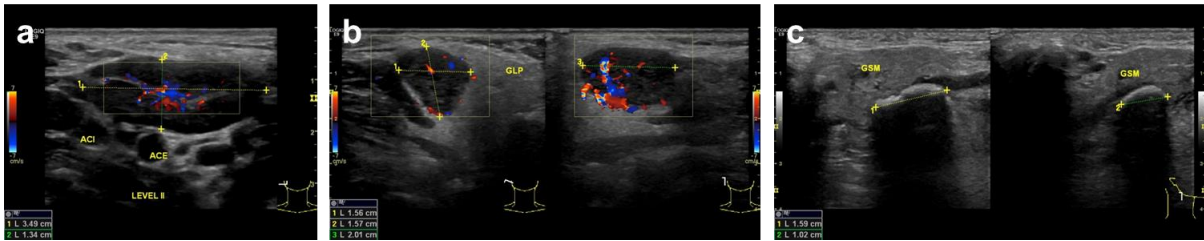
Musterbefunde typischer sonographischer Pathologien (a: Unspezifische Lymphadenitis colli, b: Benignom der *Glandula parotis*, c: Sialolithiasis des *Ductus Wharton*) zur Befundung im Rahmen eines studentischen Intensivkurses für Kopf-Hals-Sonographie.
